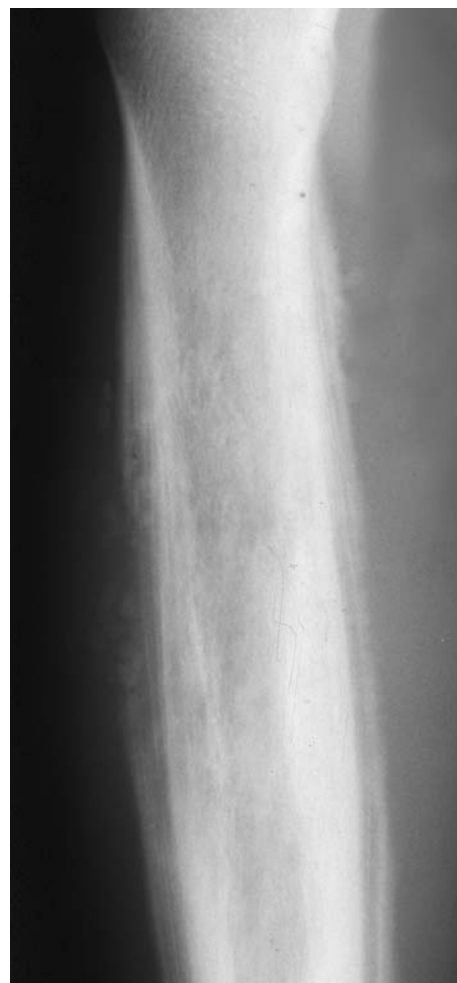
Фрагмент рентгенограммы больной 20 лет.
